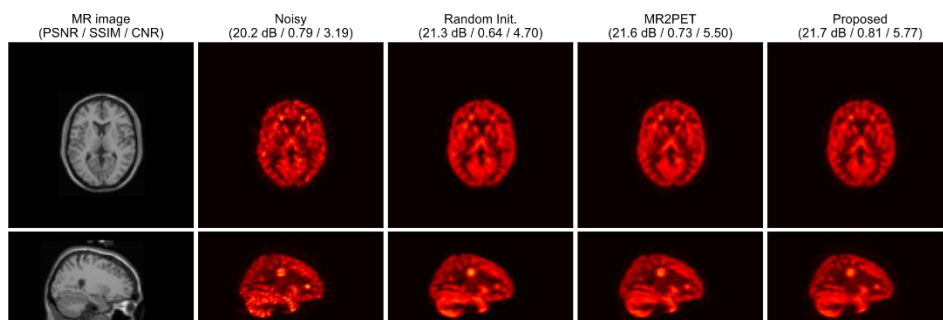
模擬腫瘍を挿入したシミュレーションデータによるノイズ除去結果の比較 ([18F]FDG)
